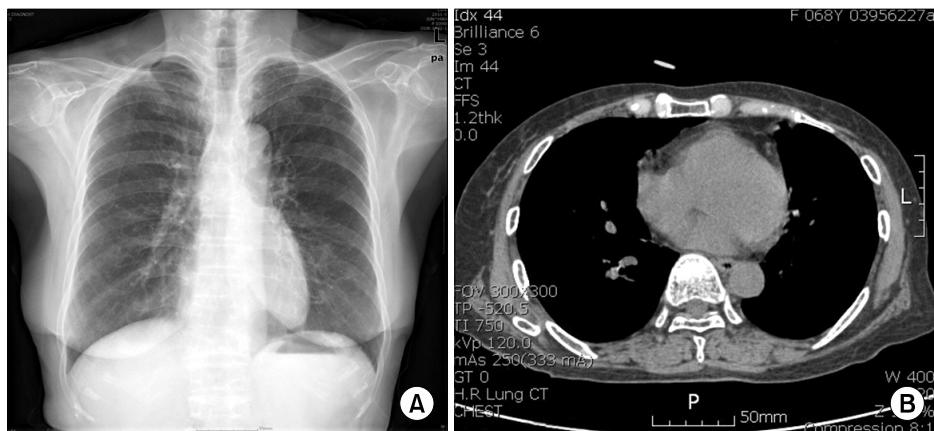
Chest images (A) Chest x-ray is normal without nodule or infiltration, (B) Chest CT shows normal lung and mediastinal structures.
